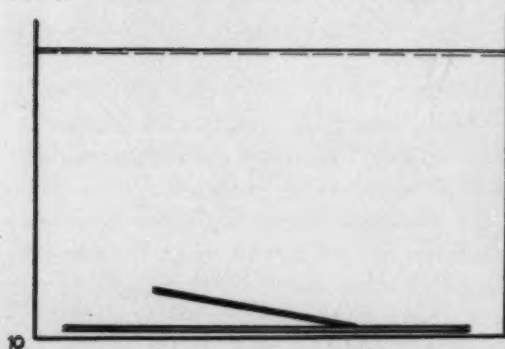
Anordnung des schräg (unter einem Winkel von 10°) gestellten Bleistückes, dessen Röntgenaufnahme in Abb. 11 gebracht ist.
